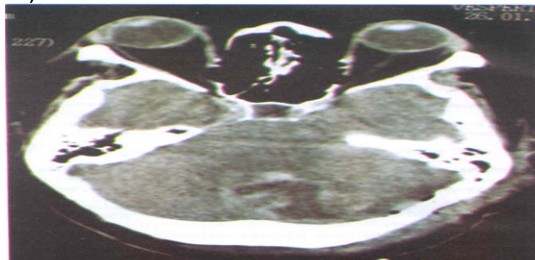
Tomografia computadorizada demonstrando imagem expansiva com captação de contraste periférico em cerebello
